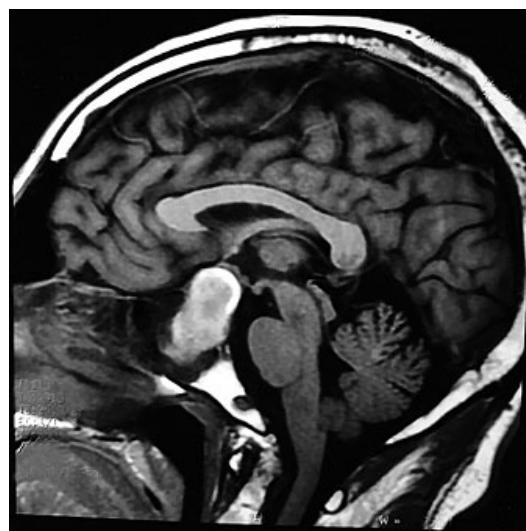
Corte sagital de resonancia magnética contrastada con gadolinio en la que se evidencia apoplejía pituitaria
